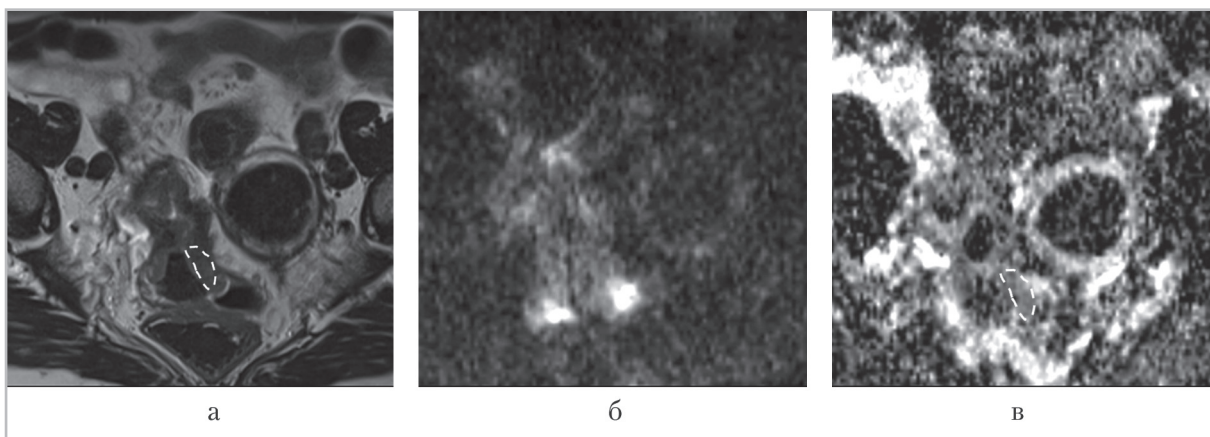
МР-томограммы злокачественного новообразования (аденокарциномы) прямой кишки. Т2-ВИ по длинной оси (а), ДВИ по длинной оси (б), ИКД по длинной оси (в), значение ИКД — $0,74 \times 10^{-3} \text{ мм}^2/\text{с}$; пунктиром отображены ROI, в пределах которых измерялся ИКД
